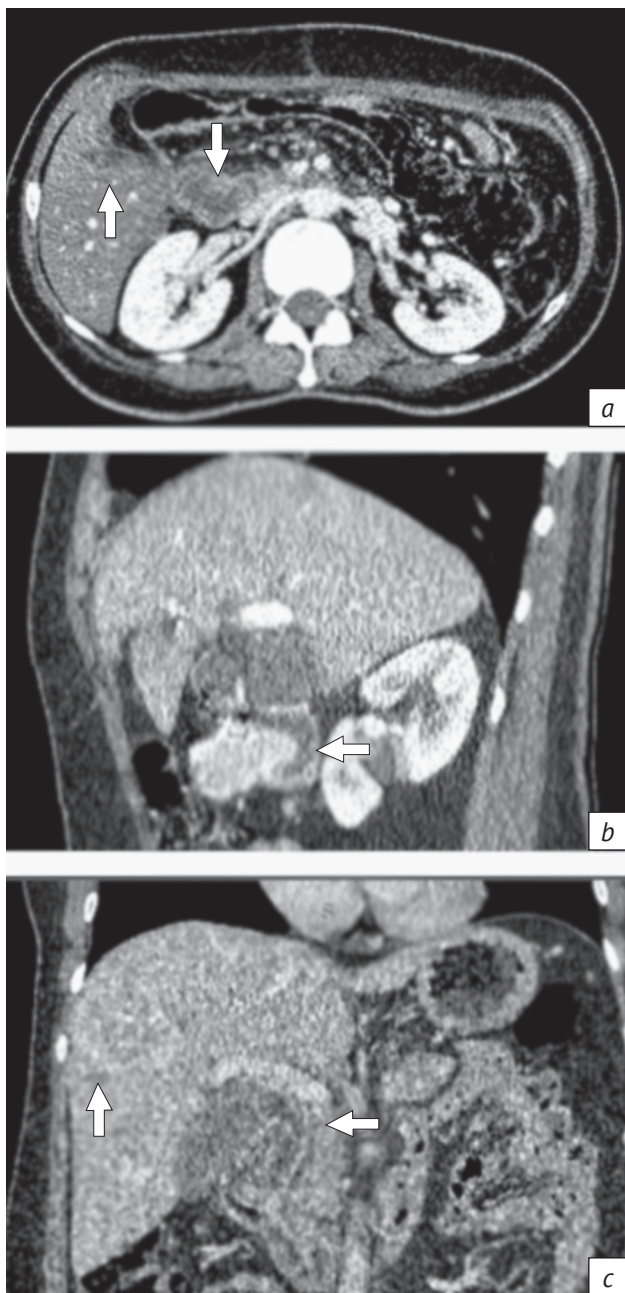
Результаты МСКТ органов брюшной полости: *a* – в головке поджелудочной железы выявлено гиподенсное объемное образование, плохо отграниченное от окружающей ткани, с более четкими контурами в венозной фазе, плотностью 38 HU, размерами около 4,2 × 3,8 × 3,8 см; *b* – в области луковицы с переходом на нисходящий отдел определяется локальное утолщение стенки двенадцатиперстной кишки с интенсивным накоплением контраста, занимающее всю толщу органа (размер до 4,2 см, протяженность до 2,6 см); *c* – желчный пузырь, внутрипеченочные и внепеченочные протоки расширены
